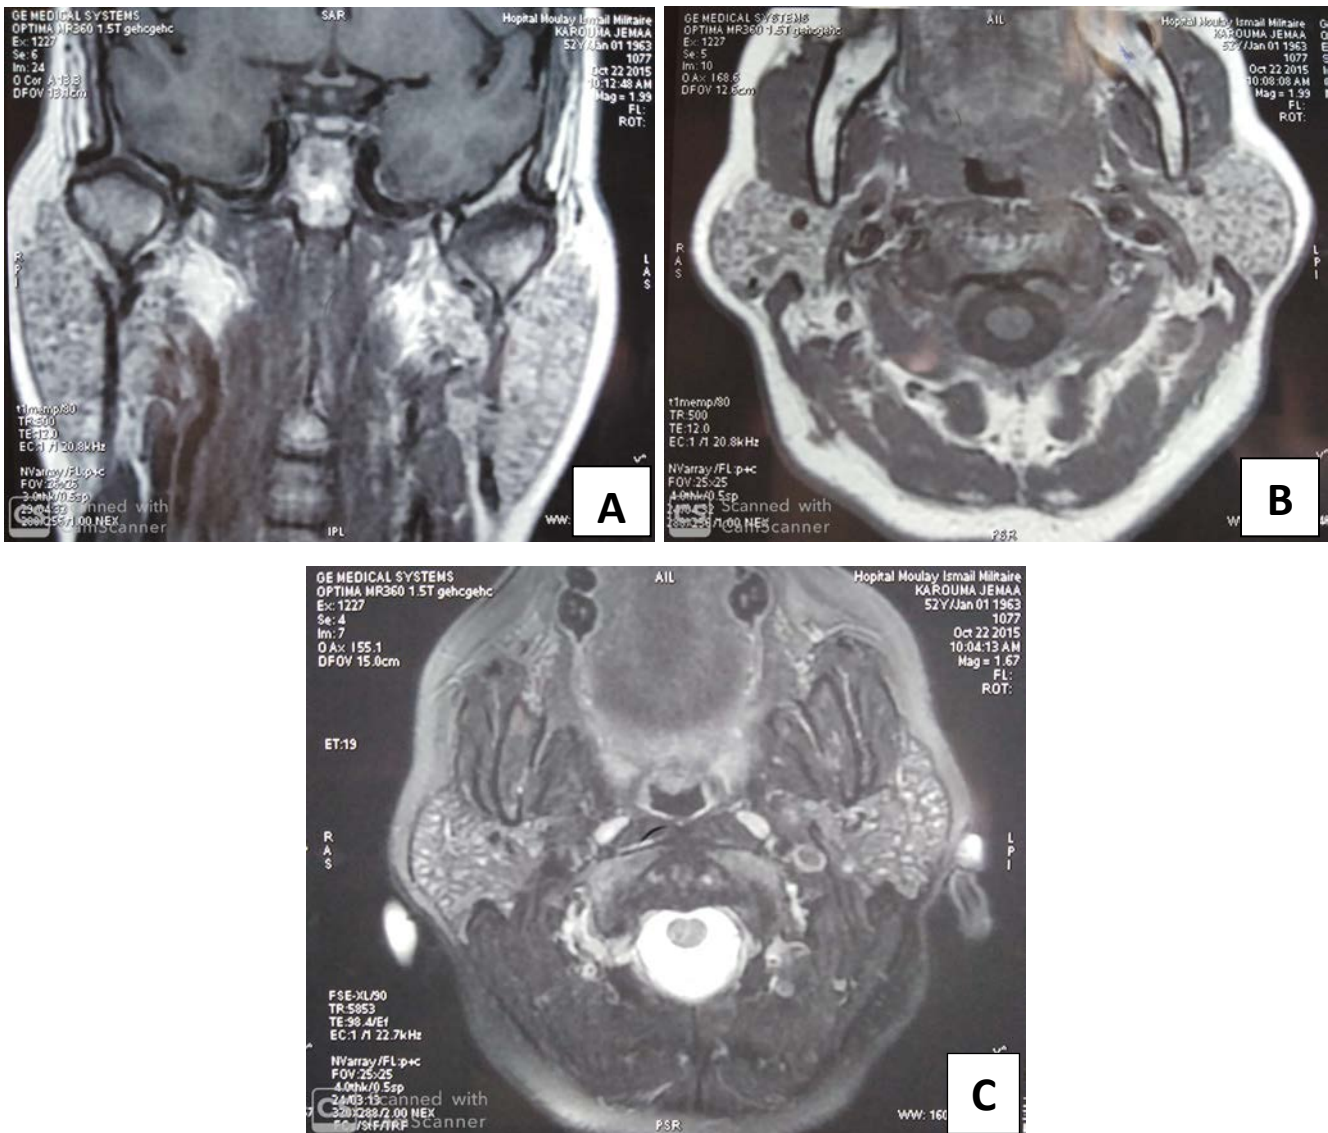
IRM des glandes parotides objectivant une parotidomégalie bilatérale homogène. Service de médecine interne-hôpital militaire Moulay Ismail-Meknès.
